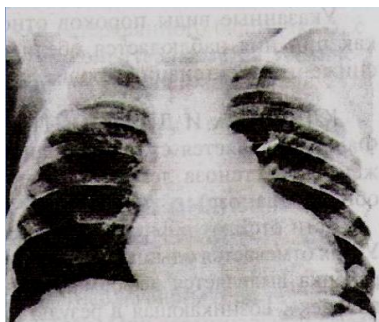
На рентгенограмі грудної клітки у хворого зі стенозом легеневої артерії – дилатація легеневої артерії
